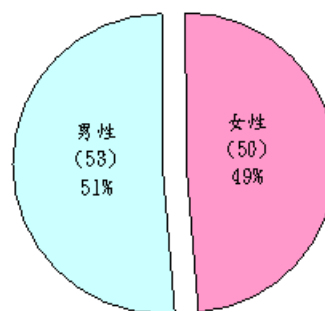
103 個 CT 檢查案例在性別上分佈的比例
